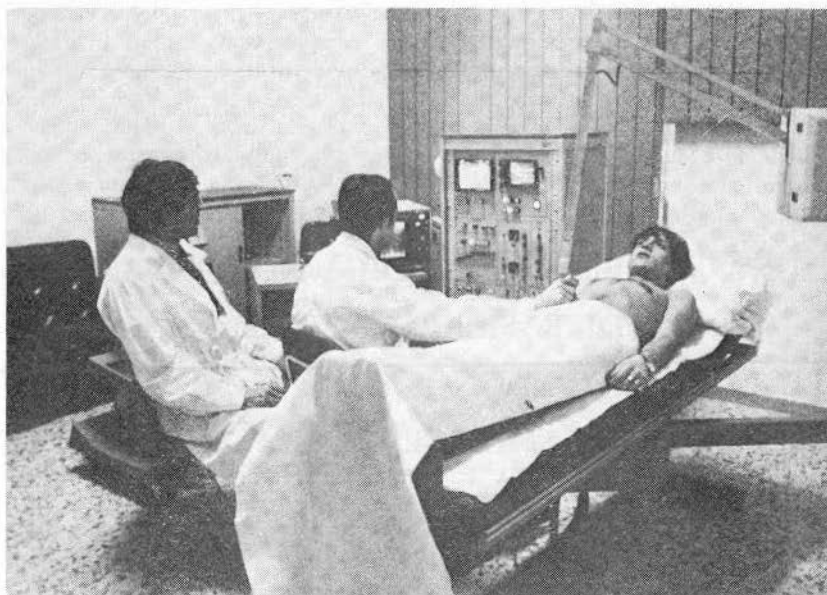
Sala di ecotomografia dell'Ospedale Militare di Firenze.
